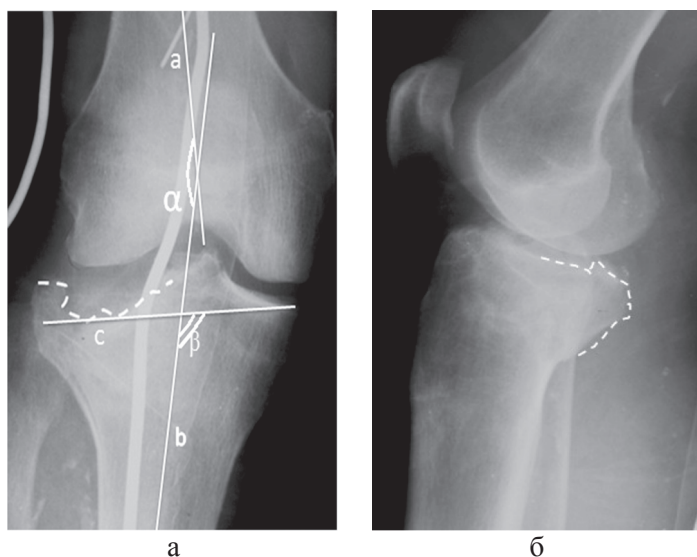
Рентгенограммы коленного сустава больного М., 63 года, в прямой (а) и боковой (б) проекциях. На прямой проекции: а — среднедиафизарная линия БК; b — среднедиафизарная линия ББК; с — осевая линия плато ББК; в данном случае ББУ ( $\alpha$ ) равен  $164^\circ$ , ПДУ ( $\beta$ ) равен  $103^\circ$ . На боковой рентгенограмме (б) прослеживается область импрессионного перелома внутреннего мыщелка ББК. Определяется перелом обоих мыщелков правой большеберцовой кости, тип V по J. Schatzker. На прямой рентгенограмме контуром показан импрессионный перелом наружного мыщелка ББК; на боковой рентгенограмме контуром обведен заднефронтальный перелом внутреннего мыщелка ББК
